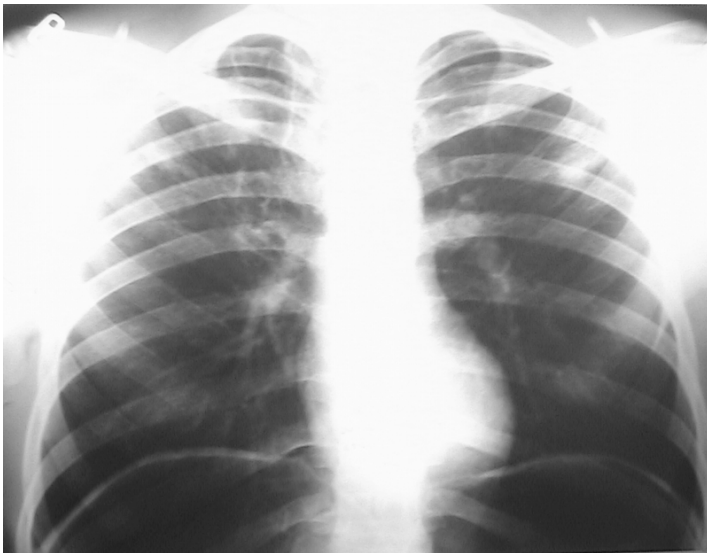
Рентгенологічний контроль після накладення пневмоперітонеуму.
